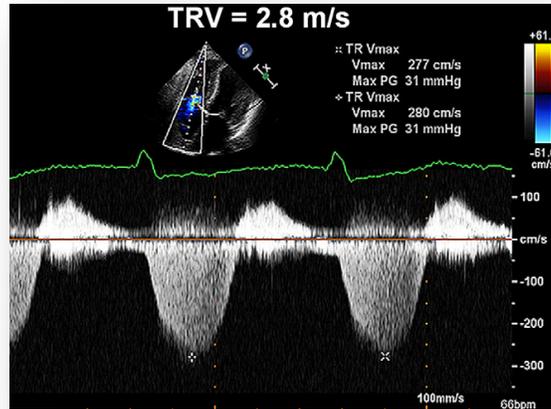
Determinación por eco-doppler de la presión sistólica pulmonar con la fórmula de Bernulli, sumando 3cm más, asumiendo que no hay aumento en la presión de aurícula derecha.
